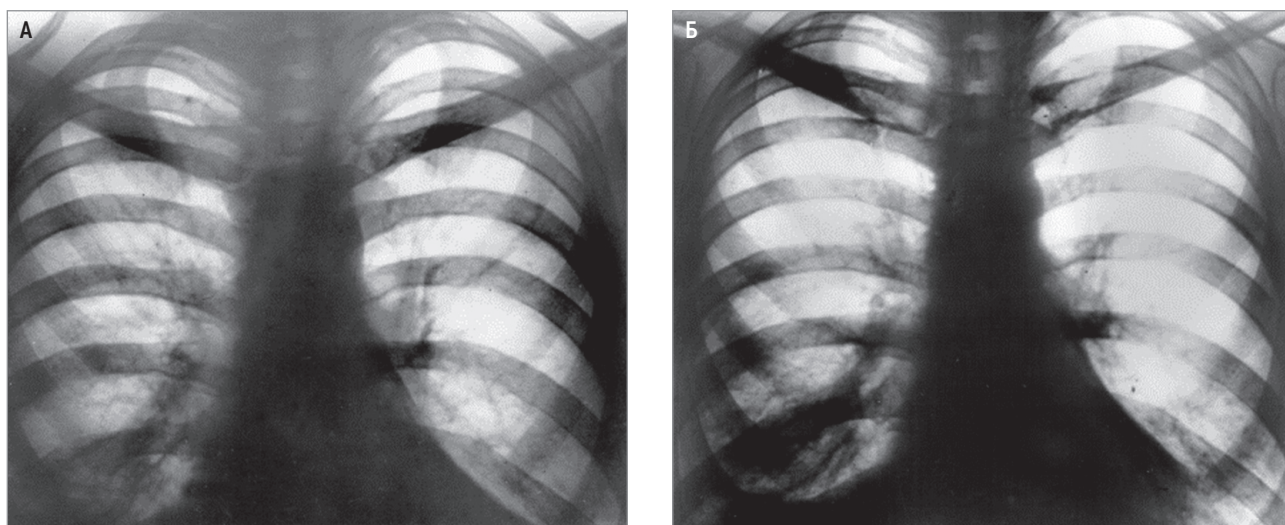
Рентгенограммы в прямой проекции: А – диффузное усиление и деформация легочного рисунка, уплотнение корней легких, запаянность синусов, деформация диафрагмы и уплотнение костальной плевры; Б – уменьшение интенсивности интерстициальных проявлений при более выраженном плевропневмосклерозе справа через 1 мес.
